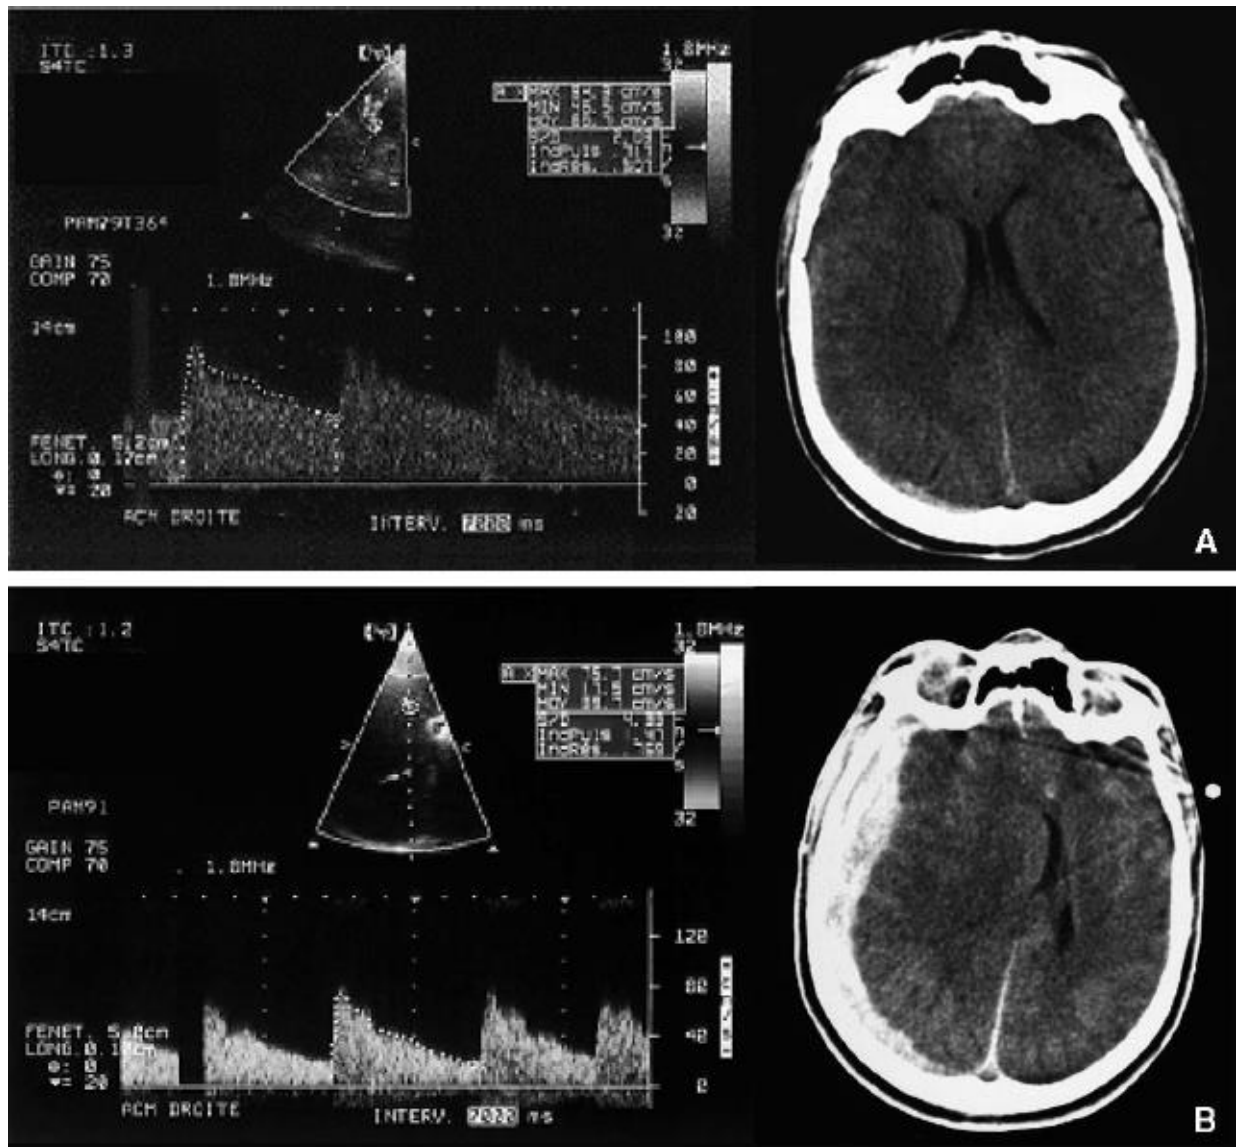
Figure A-B. Apport du doppler transcrânien (DTC) dans le triage des patients à haut risque d'ischémie cérébrale. Patient victime d'un traumatisme crânien grave avec DTC initial sur artère cérébrale moyenne (ACM) droite normale 2 heures après détérioration des flux de l'ACM droite avec lésions scannographiques en rapport.
